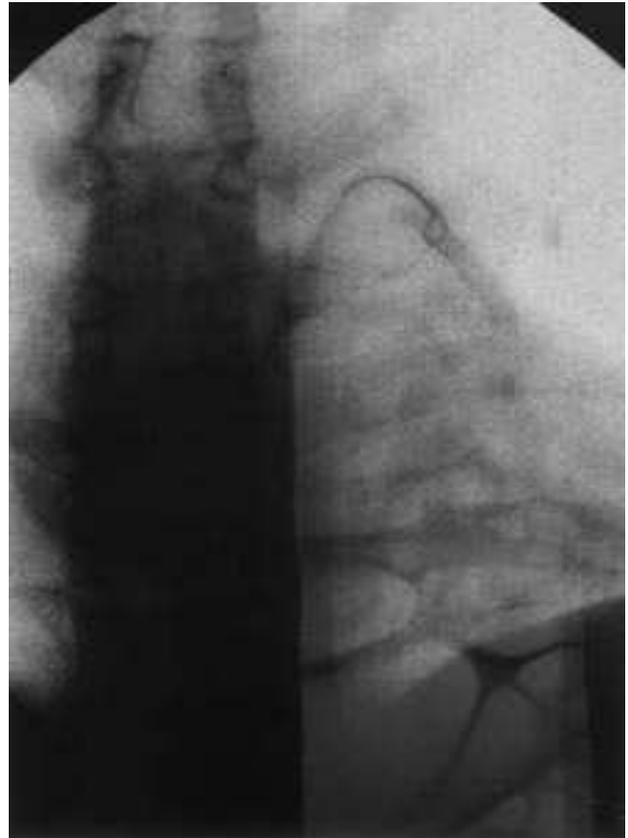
Radiografía frontal de tórax. Rescate del cuerpo extraño en la arteria pulmonar.
